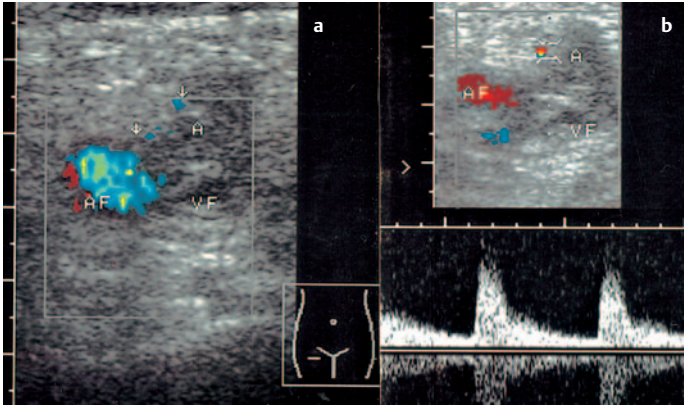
a u. b Weitgehend thrombosierte Aneurysma spurium (A) der A. femoralis (AF) nach Katheterpunktion. a Noch Restfluss (blau, Pfeile). b Arteriell-dopplertes Signal (rot). VF = thrombosierte V. femoralis
